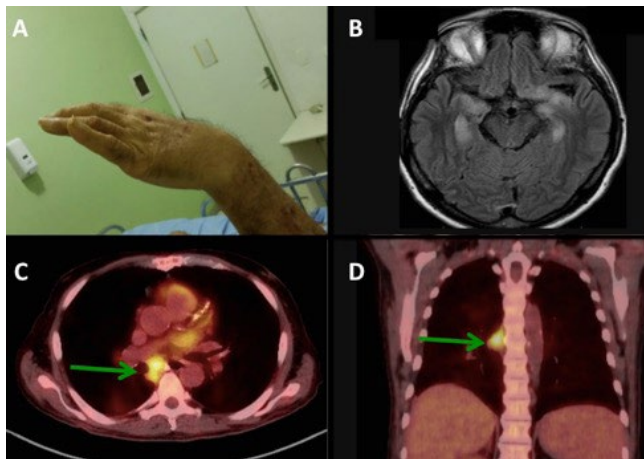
Postura diatônica anormal (a). Hipersinal na sequência FLAIR envolvendo os lobos temporais mediais, o córtex da insula e os lobos frontais infero-lateral. (b) PET, demonstrando um aumento de captação nas cadeias de linfonodos hilares à direita (c and d).
